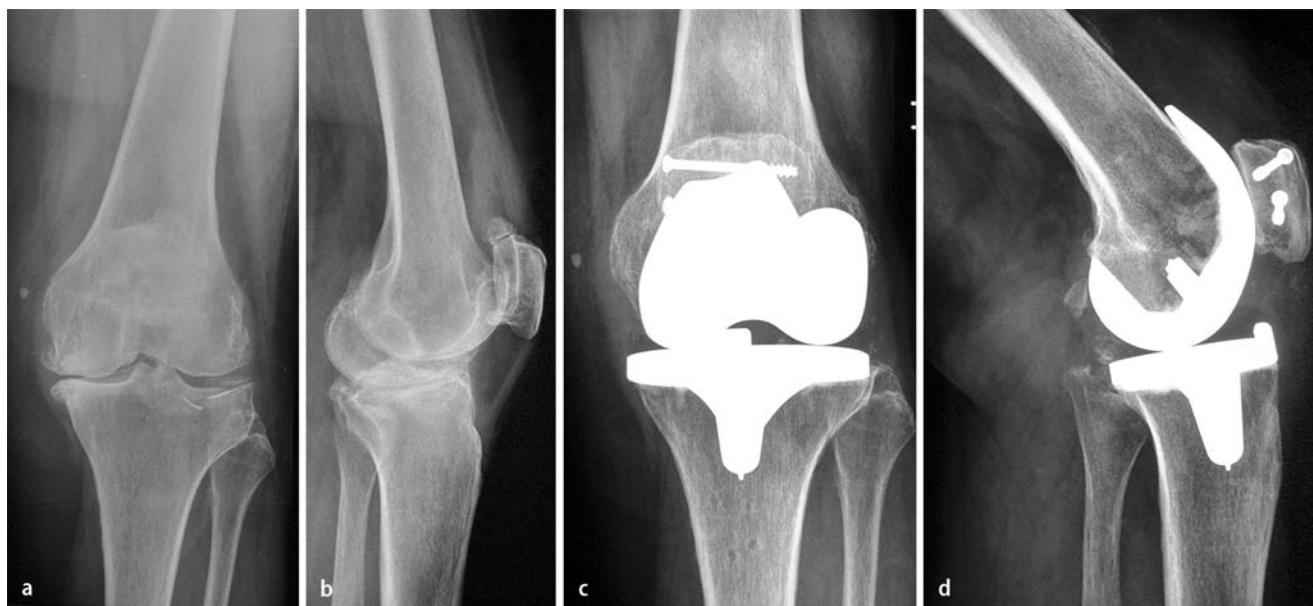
▲ Klinische Beispiele. Proximale Tibia, Prothese: Röntgenbilder des linken Kniegelenks a.p. und seitlich (a, b) einer 73-jährigen Patientin nach lateraler Tibiakopfimpressions- und Patellafraktur nach Sturz bei vorbestehender Gonarthrose. Primäre Knieendoprothetik über einen transpatellaren Zugang (c, d)
